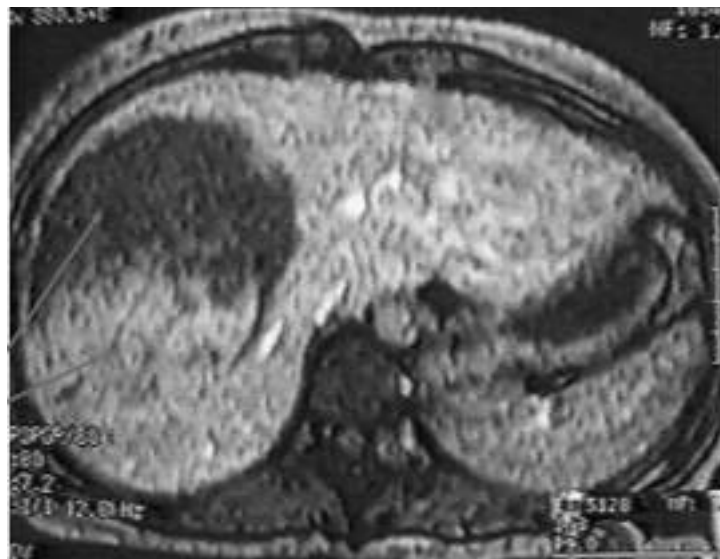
Tomografía computada: Hemangioma hepático complicado con ruptura espontánea y hematoma intracapsular (flechas).
